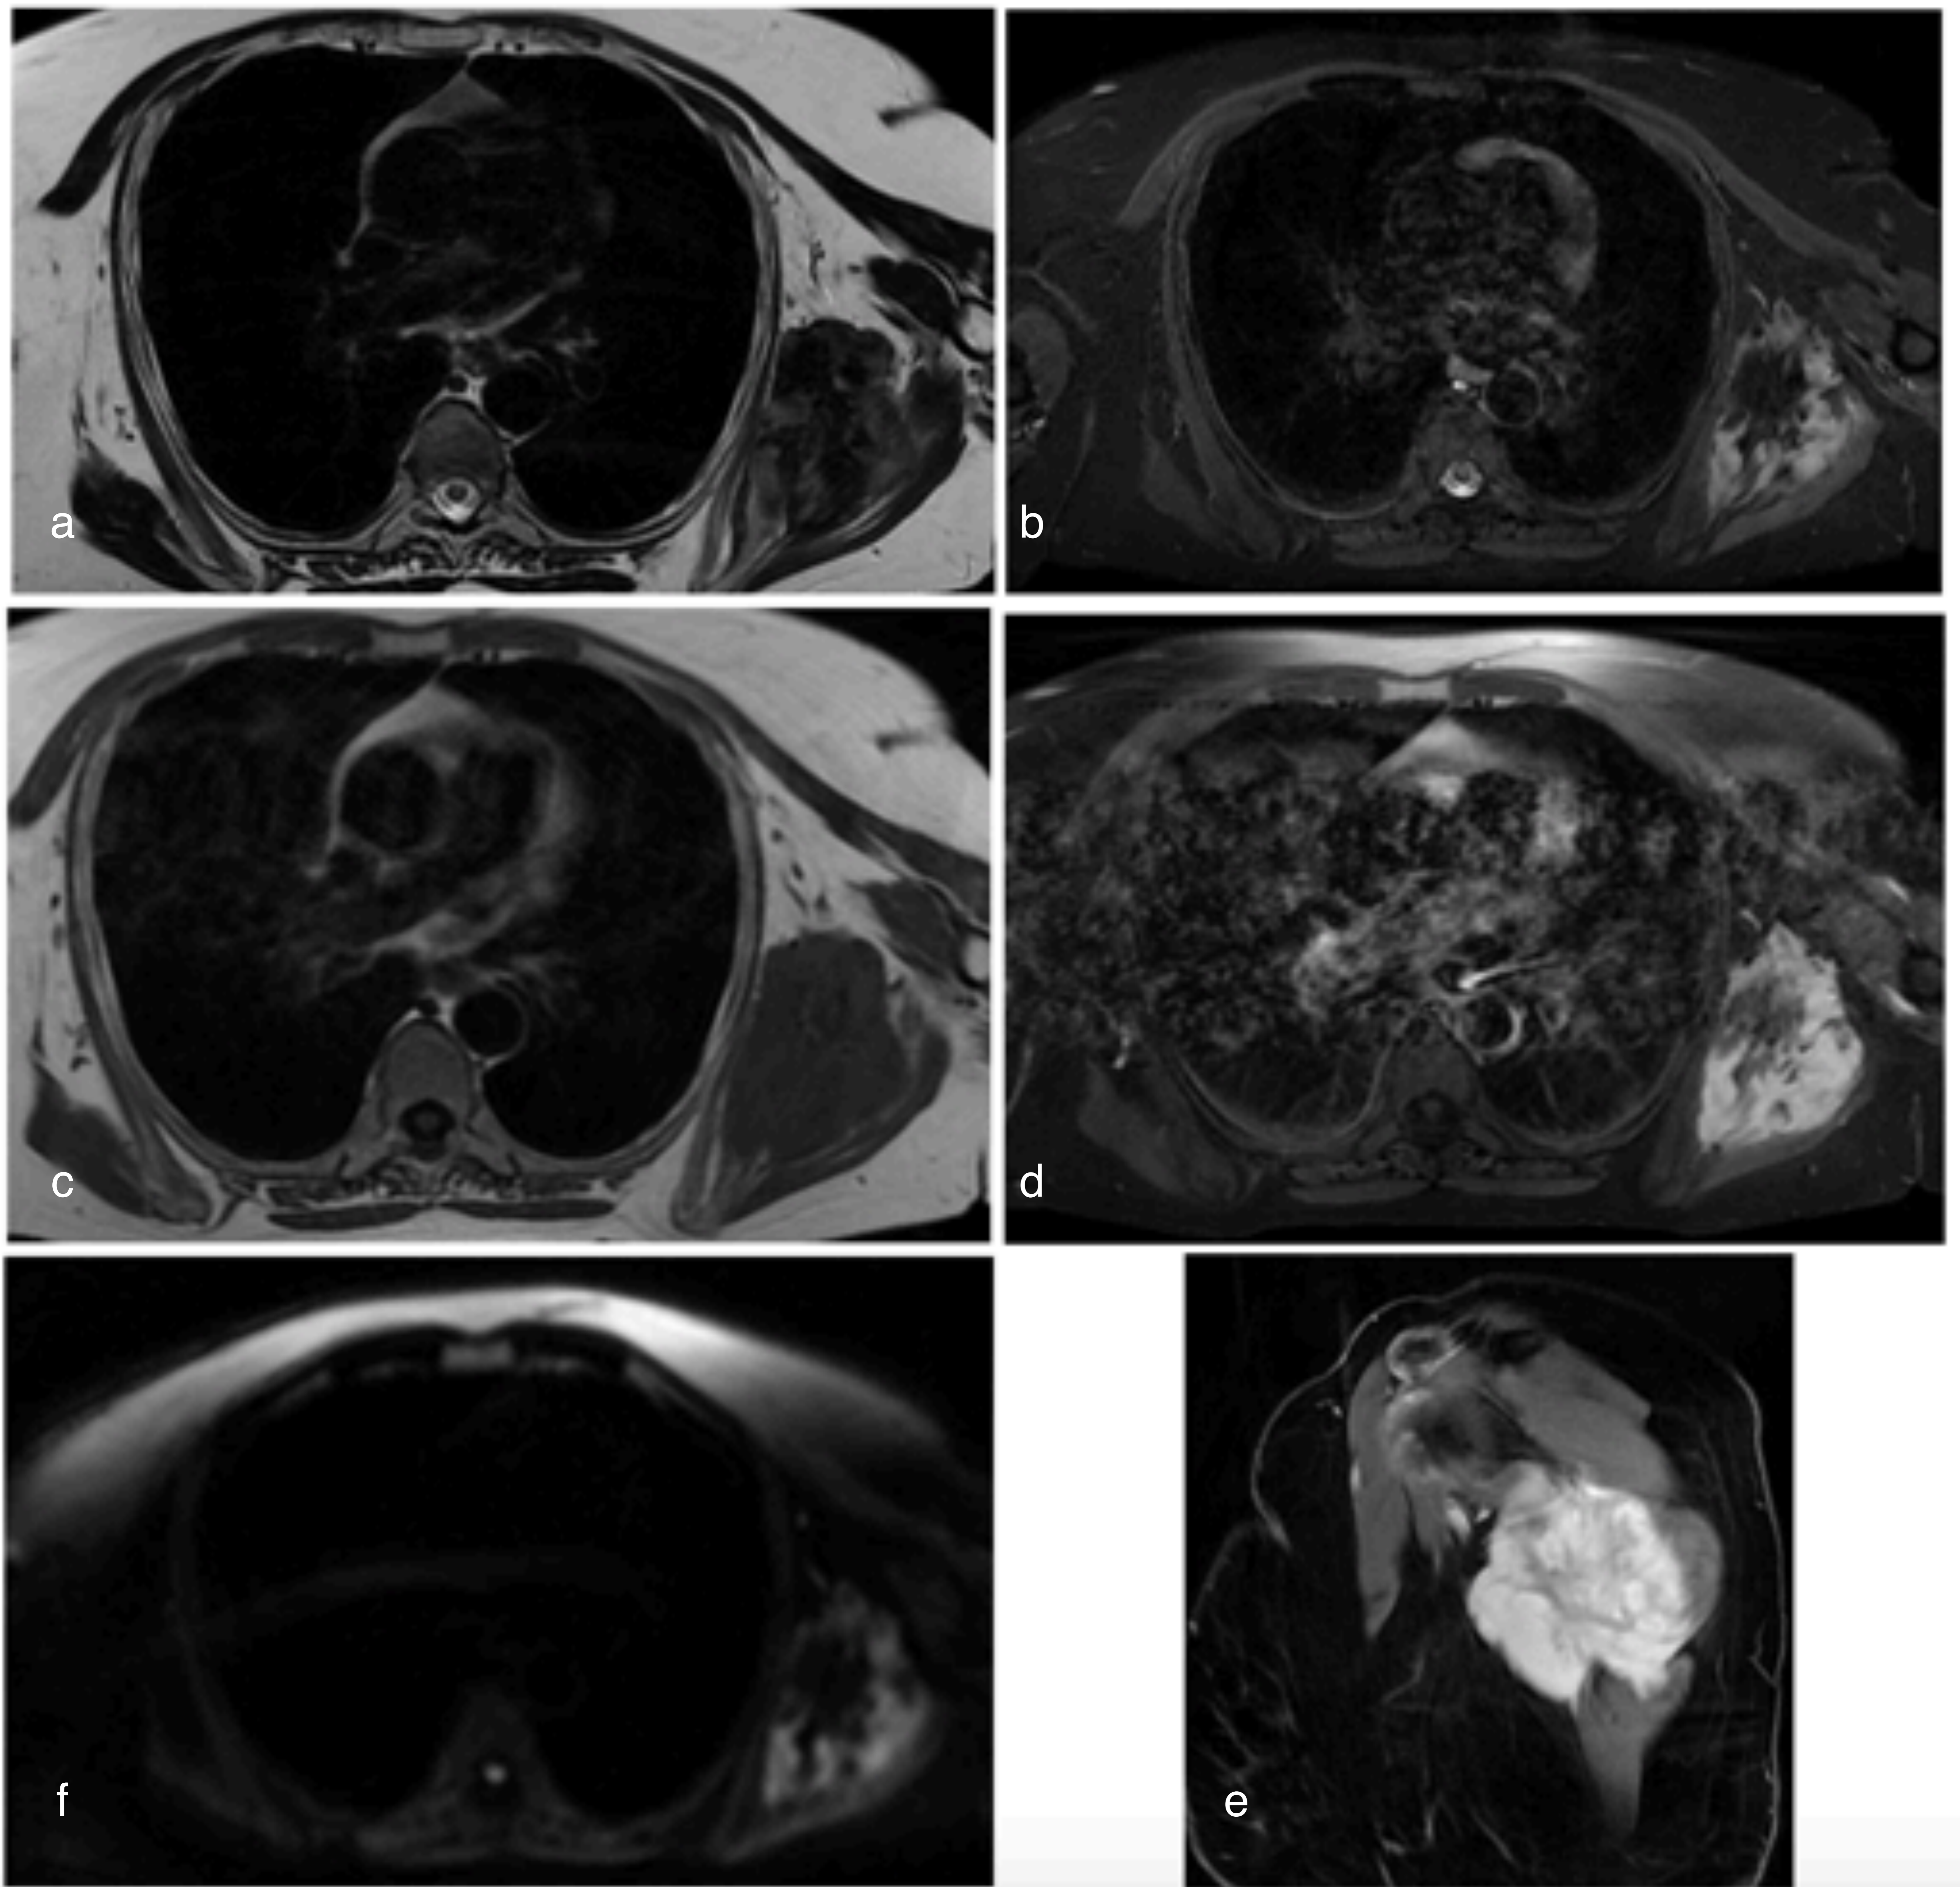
paciente de 74 años. RM, secuencias T2 (a), STIR (b), T1 (c), T1 con saturación grasa y contraste (d), DWI (f) y T1 con saturación grasa y contraste, corte sagital (e). Masa subescapular izquierda, de límites mal definidos, que mide 9 x 7 x 9 cm y presenta hiperseñal heterogénea en secuencias potenciadas en T2, isointensa en T1 con realce heterogéneo, con zona central hipocaptante con señal baja en todas las secuencias sugerente de fibrosis. Anatomía patológica: tumor desmoide/fibromatosis agresiva.
